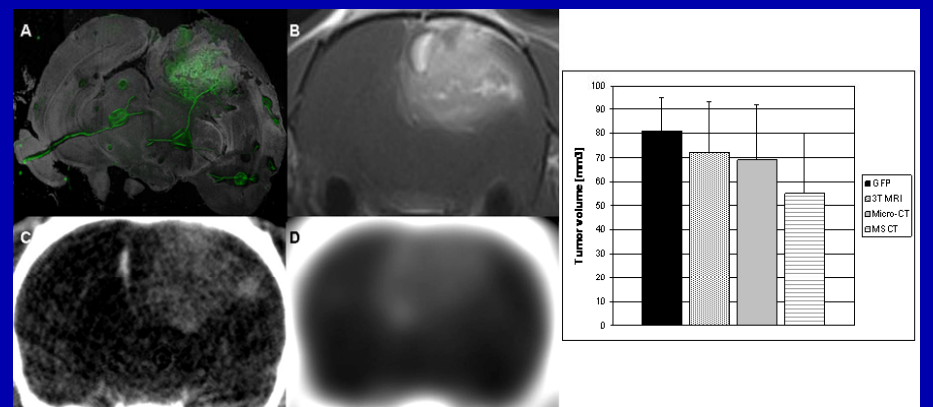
Die Ergebnisse der multimodalen Tumormetrie aus Fluoreszenzfärbung (A), 3 Tesla MRT (B), μ CT (C) und 64-Zeilen-CT (D) sind in der Graphik rechts dargestellt
